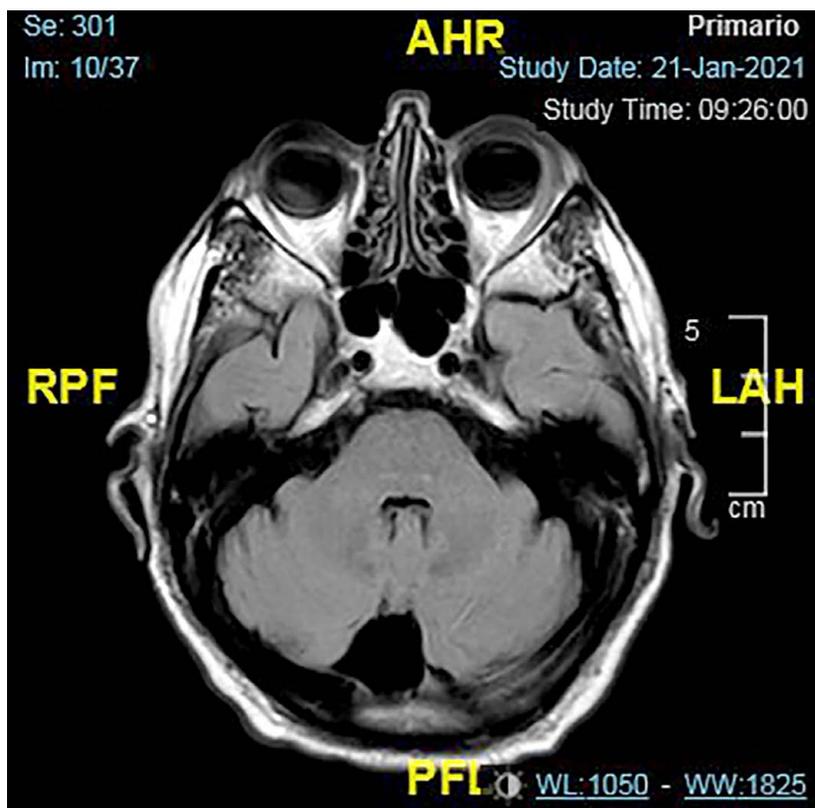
Resonancia magnética nuclear de cerebro, corte axial en secuencia T1. Se observa la afectación del margen externo de la órbita izquierda.
